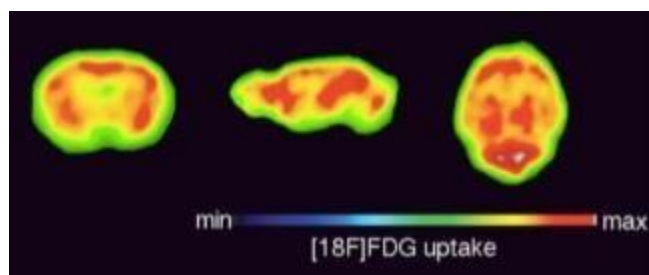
Representação esquemática para o princípio do microPET. (a) O ciclotron gera radionuclídeos emissores de pósitrons. Estes compostos são geralmente isótopos tais como oxigênio-15 ( $^{15}\text{O}$ ), nitrogênio-13 ( $^{13}\text{N}$ ), carbono-11 ( $^{11}\text{C}$ ) e flúor-18 ( $^{18}\text{F}$ ) com tempo de meia-vida de 2, 10, 20 e 110 minutos, respectivamente. (b) Estes radionuclídeos são incorporados em moléculas durante uma etapa de radiosíntese, gerando um “radiotraçador” específico ( $^{18}\text{F}$ -FDG). (c) Exames de microPET são obtidos após a administração intravenosa ou intraperitoneal deste radiotraçador. O marcador acumula-se no tecido em estudo e o seu radionuclídeo decai através da emissão de um pósitron. Após percorrer alguns poucos milímetros, o pósitron colide com um elétron e libera, simultaneamente, dois raios gama (fótons) com energia de 511 KeV em direções opostas. Estes fótons são detectados por uma câmara PET e simultaneamente localizados dentro de um período fixo de tempo por uma série de detectores opostos, que corresponde a múltiplos anéis constituídos por cristais de cintilação. (d) Através de um número significativo de eventos radioativos, algoritmos matemáticos reconstróem tridimensionalmente uma imagem que demonstrará a distribuição de moléculas emissoras de pósitron em determinado tecido corpora (71).
